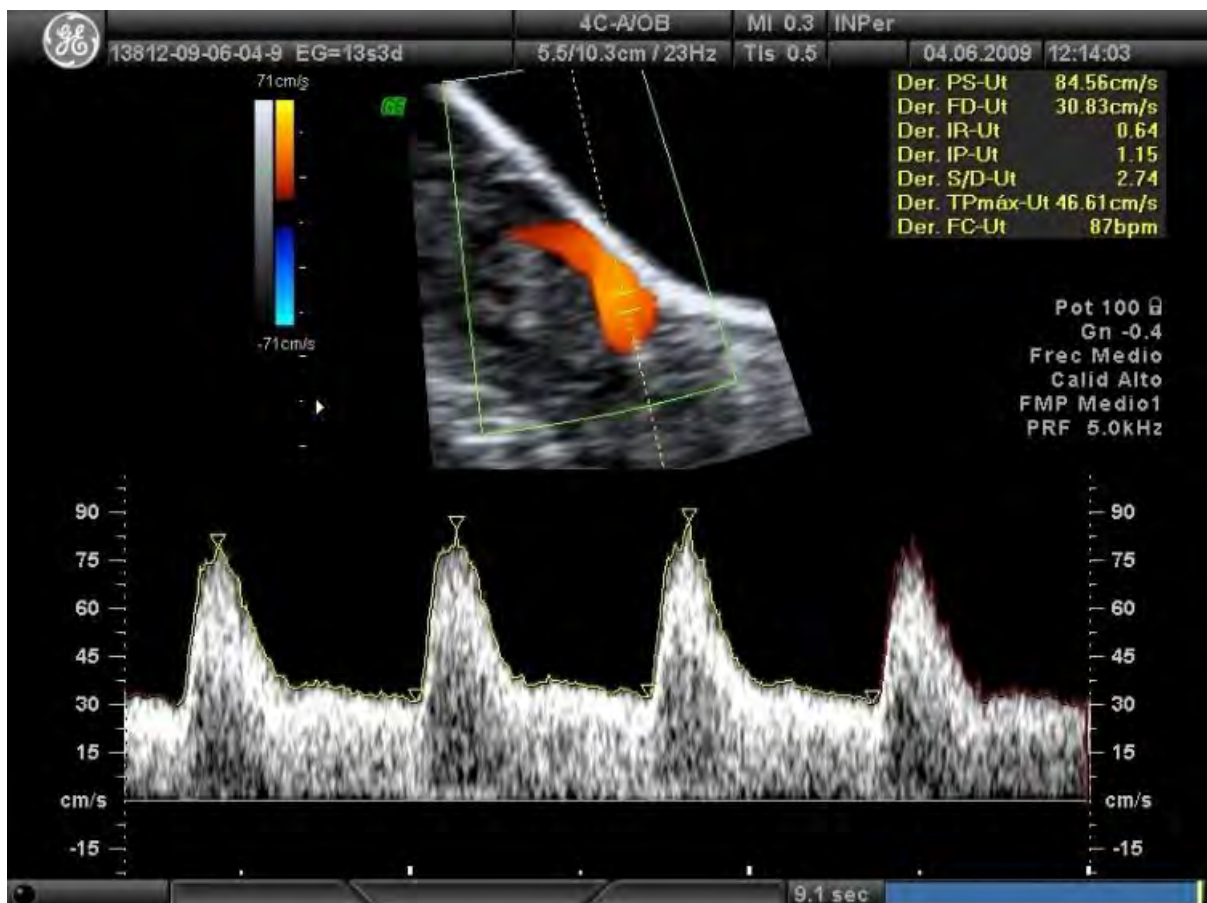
Imagen Doppler de la OVF en arteria uterina derecha, en un corte parasagital de la pelvis materna, con un volumen muestra de 2 mm, colocado a 1cm por arriba del cruce visual con los vasos iliacos, con ángulo de insonación de 0 grados, en una paciente con embarazo de 13.3 semanas de gestación.
